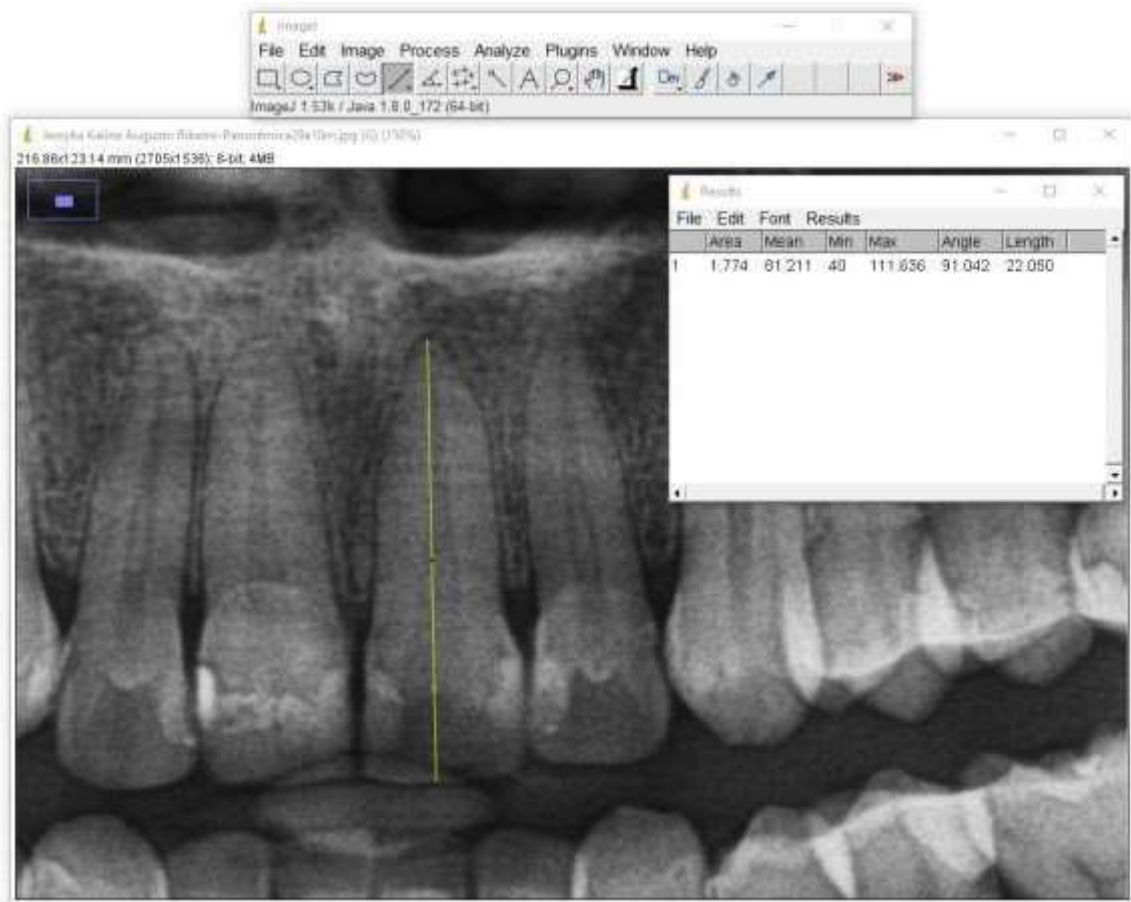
Radiografia panorâmica realizada no equipamento CS 9000 3D. Campo focal maior em altura. FONTE: Autor
